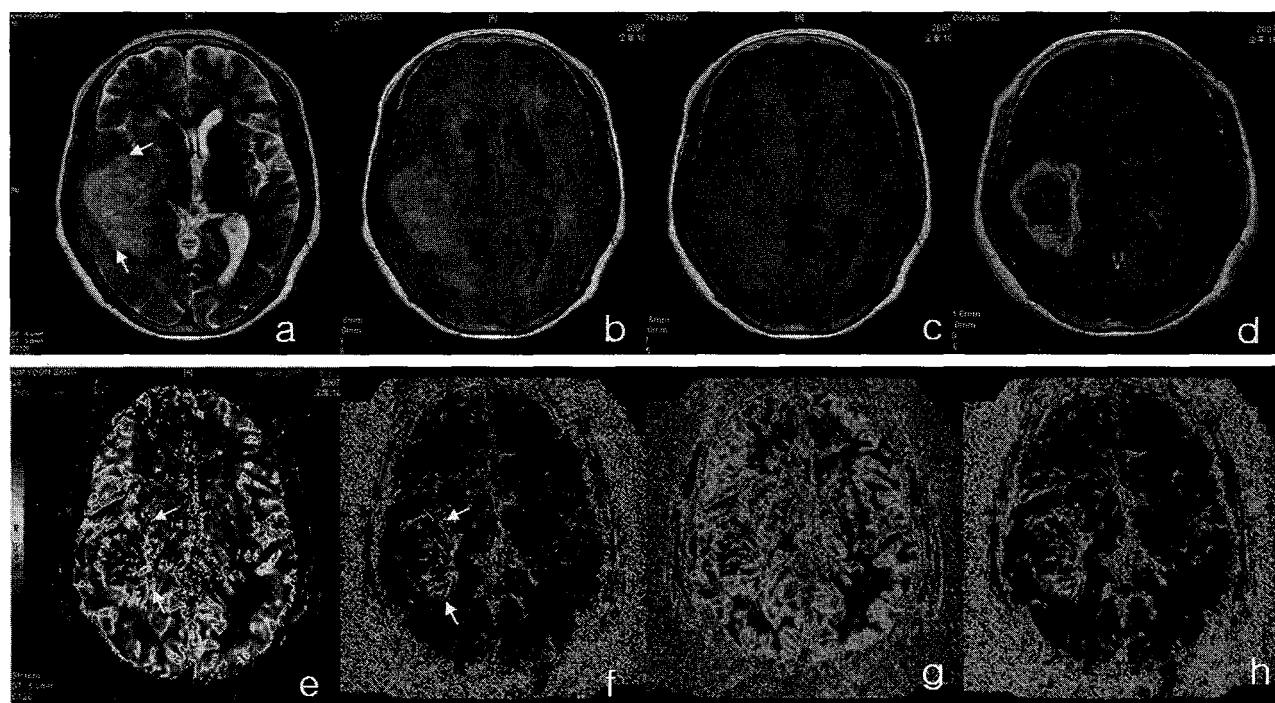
High grade astrocytoma in a 78 year old woman. Conventional T2-weighted image(a), FLAIR image(b), pre T1-weighted image(c), post contrast T1-weighted image(d), rCBV(e), Permeability map(f), rCBF-rSVD image(g), rCBV-rSVD image(h). The Permeability ratio of the lesion was 13.13.
